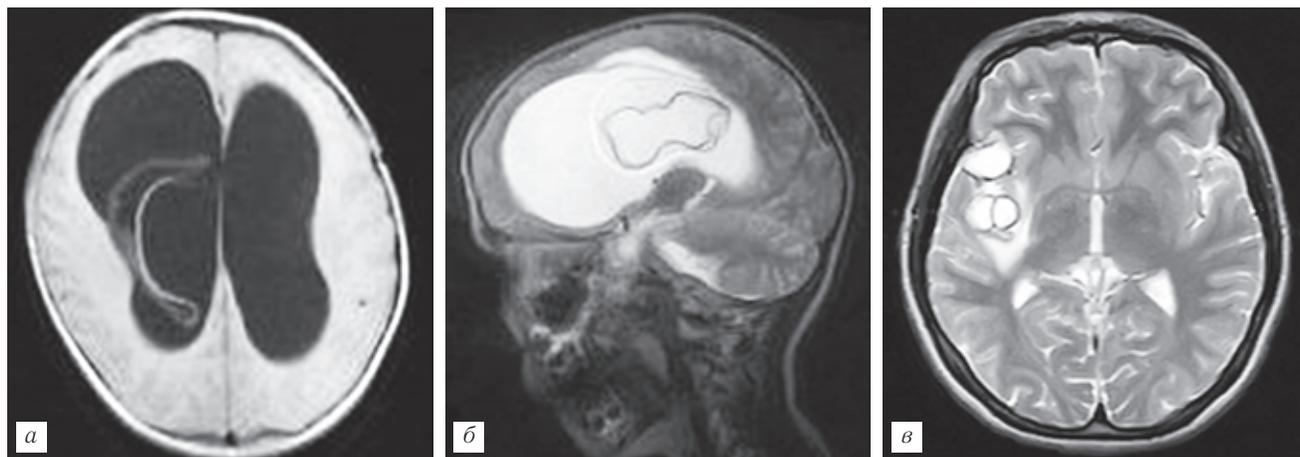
Эхинококковая киста в правом боковом желудочке с МР-признаками гидроцефалии. В просвете кисты визуализируется отслоившаяся хитиновая оболочка. МРТ: T1-ВИ в аксиальной плоскости (а), T2-ВИ в сагиттальной плоскости (б). Множественные эхинококковые кисты в правой Sylvian борозде. T2-ВИ в аксиальной плоскости (в).
